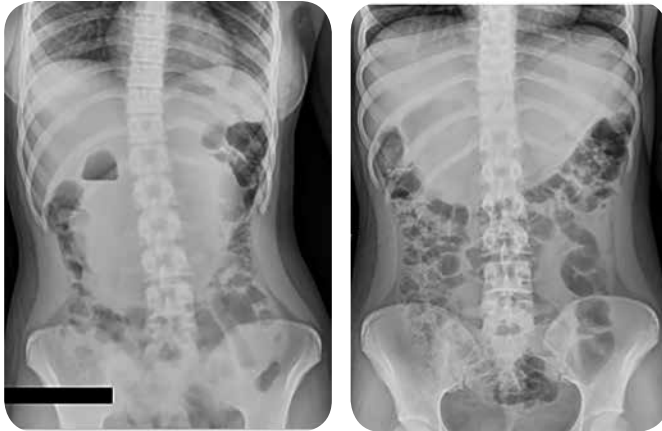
a y b) Radiografía de abdomen AP y vertical: hay dilatación del estómago por una opacidad que ocupa casi la totalidad de su luz, con aire alrededor y desplazamiento caudal del colon transverso, compatible con masa gástrica.
